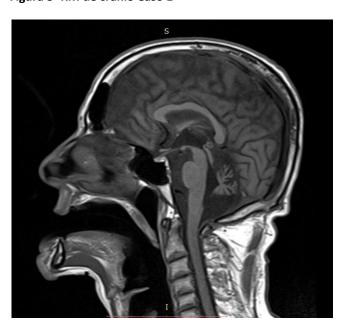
RM de crânio Caso 1
